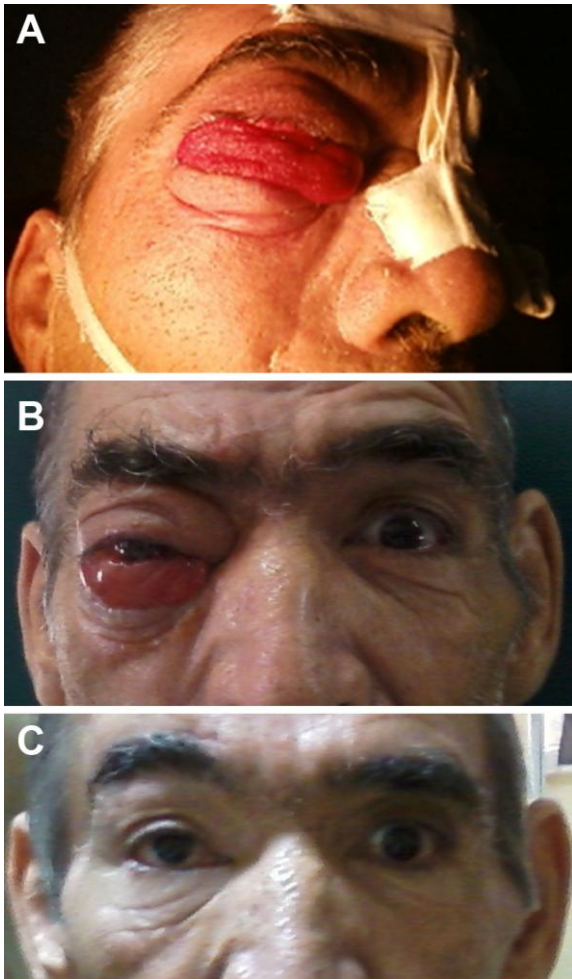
A. Paciente antes de la cirugía. B. Después de colocado el Selverston en la arteria carótida interna en el cuello. C. Después de la sutura y cierre de la arteria carótida interna en el cuello y presillamiento de la carótida interna intracraneal proximal a la emergencia de la oftálmica. D. Tomografía axial computarizada de control en el período posoperatorio.
